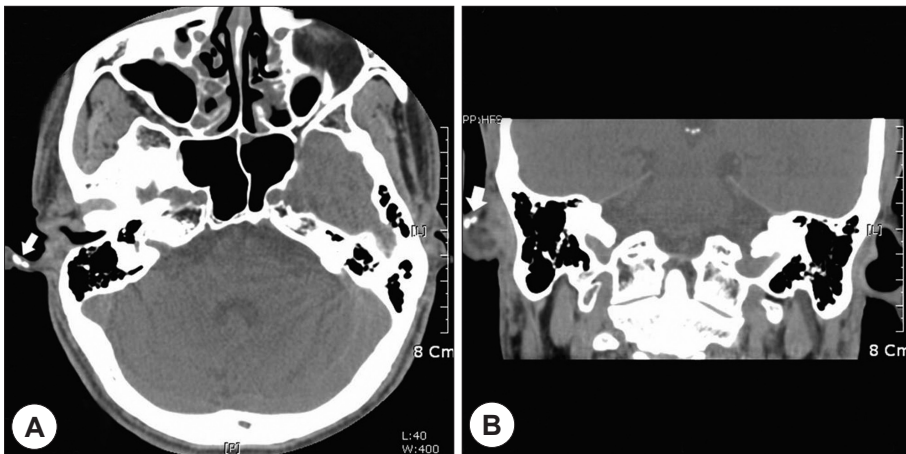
Temporal bone CT of patient. The focal calcified mass (arrow) was seen on axial view (A) and coronal view (B).
